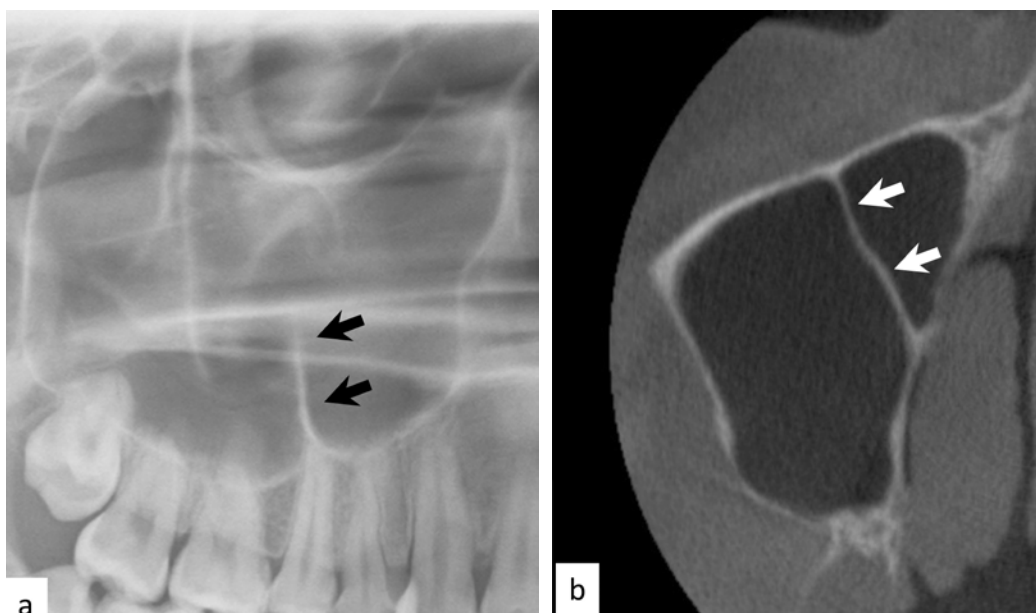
Examen paraclinic. Septul în SM, imagine Rx(a) și CBCT(b)
